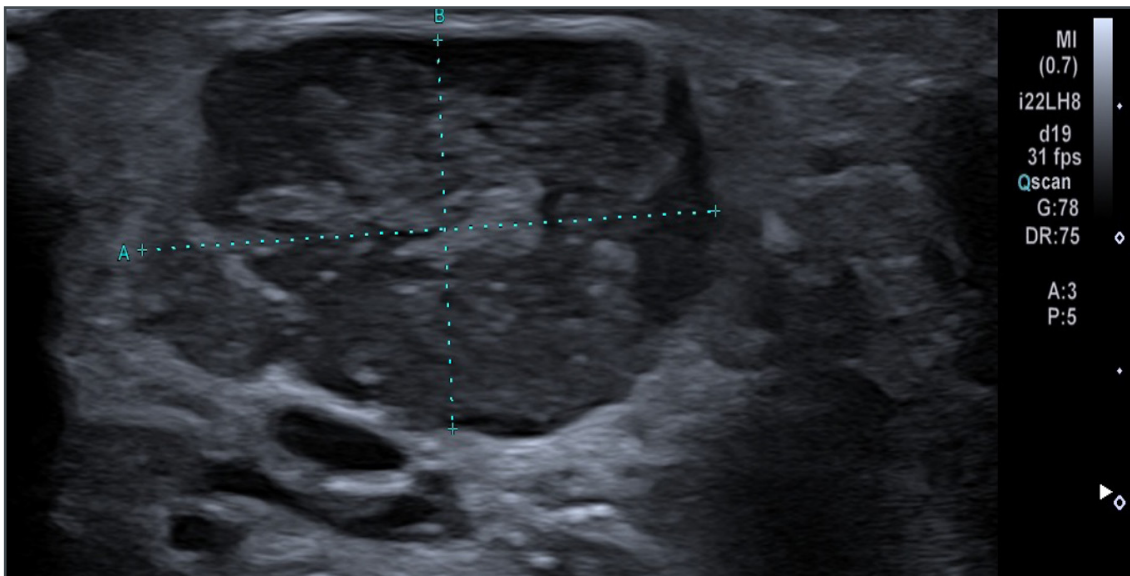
Ecografia dei tessuti molli. L'esame mostra una formazione ovoidale ipoecogena in sede para-nasale destra, di dimensioni pari a 14x8x13 mm, dotata di componente reticolare iperecogena al suo interno e margini ben definiti, in assenza di segni di infiltrazione dei tessuti circostanti.
